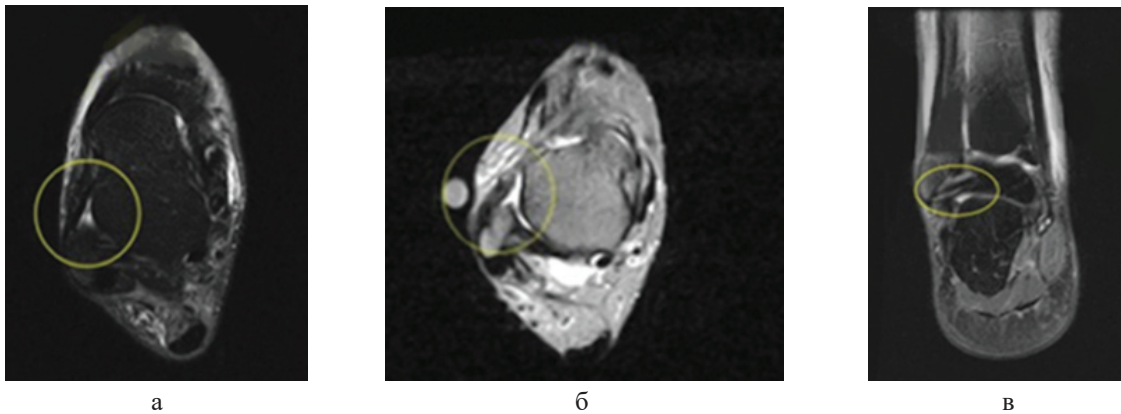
МРТ голеностопного сустава отмечена поврежденная ПТМС
